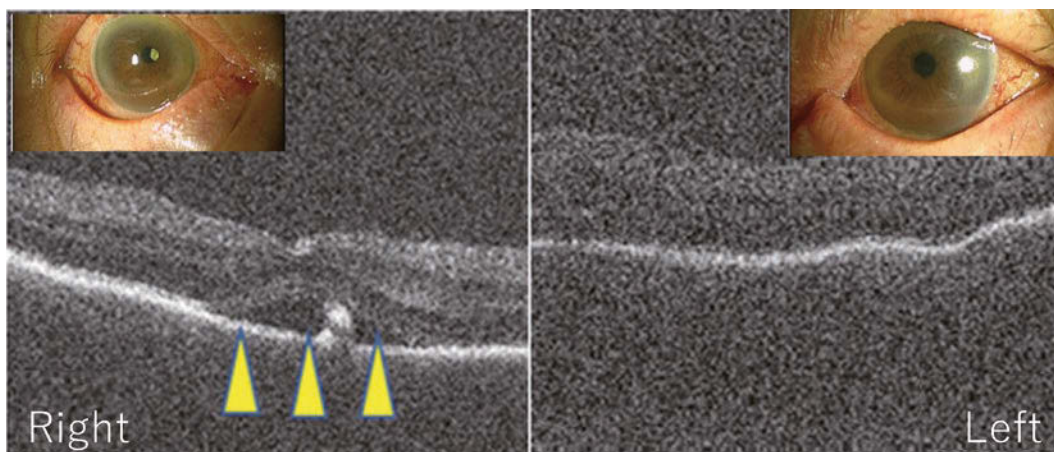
Retinal detachment in the right eye shown by optical coherence tomography and bilateral conjunctival hyperemia (arrowheads).
